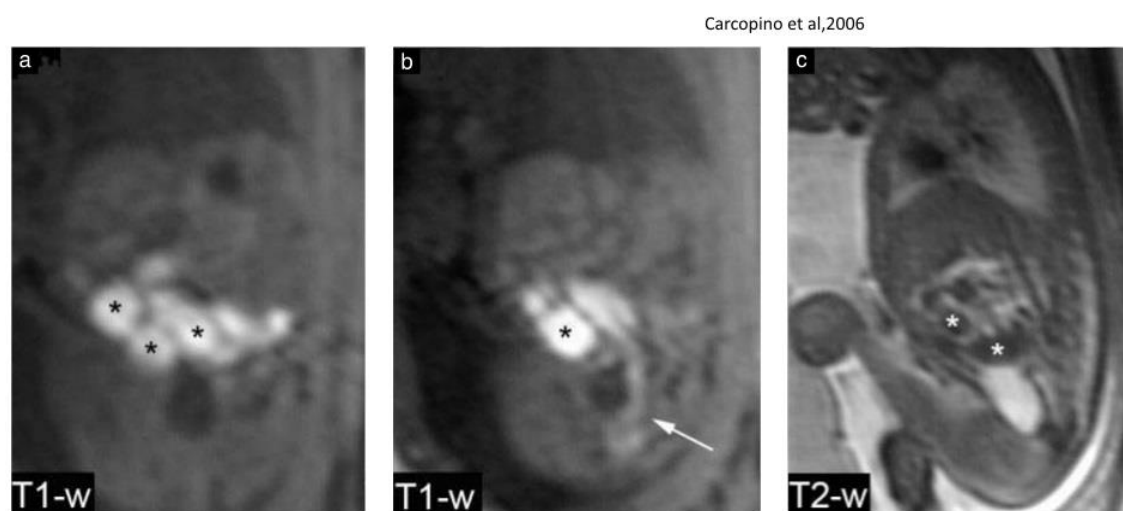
Magnetic resonance images (MRI) in a 28-week fetus: fetal coronal T1-weighted sequence (a) and sagittal T1-weighted (b) and T2-weighted (c) sequences showing ileal dilatation (★) with meconium-like signal (high signal on T1-weighted and very low signal on T2-weighted sequences) associated with a microcolon (arrow). MRI diagnosis of ileal atresia was confirmed at surgery.
